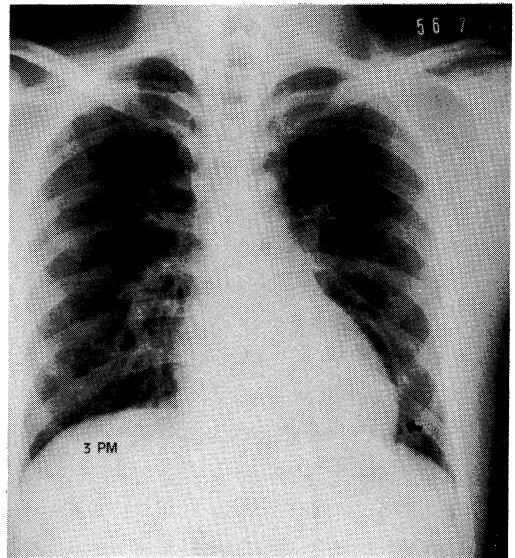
Chest X-ray. 3rd day after OHP.
